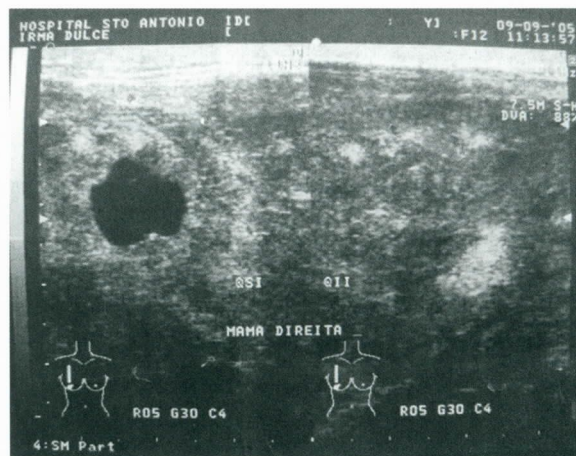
USG de mama direita. Observam-se imagens mistas, hiperecóticas e hipocóticas, sem delimitação de tecido mamário.
